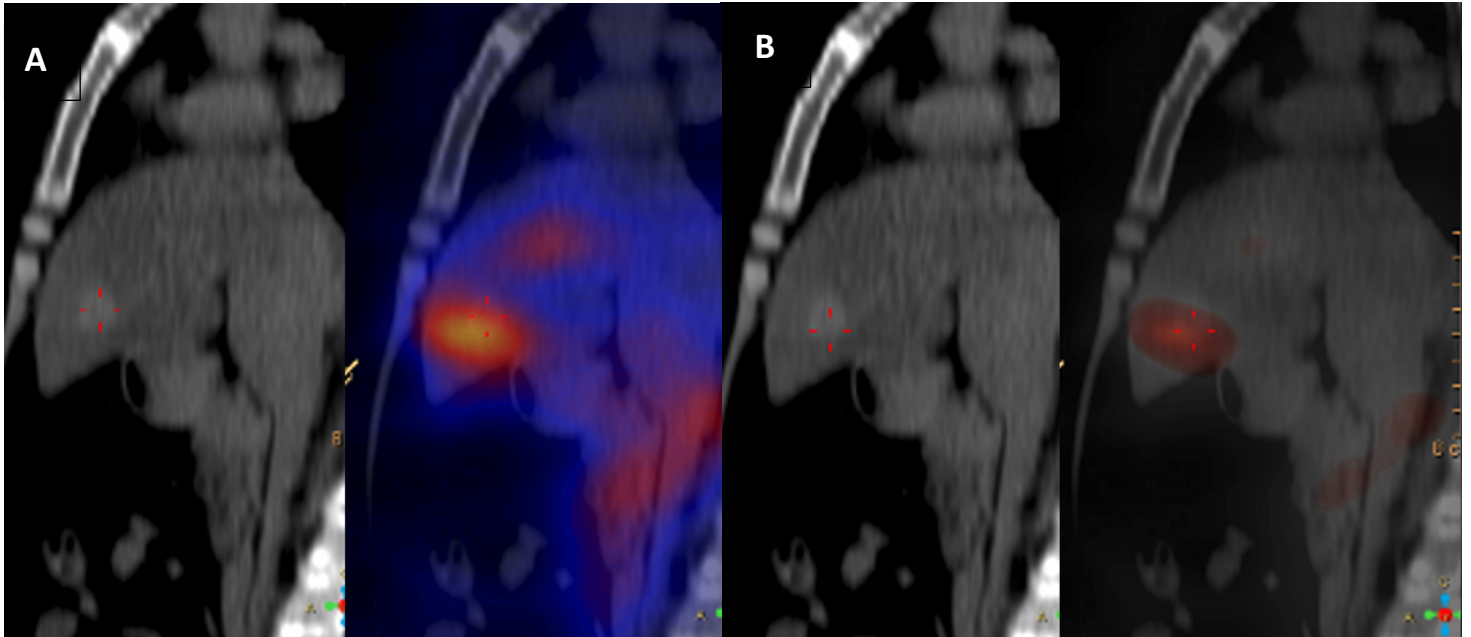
Metástasis hepática secundaria a tumor neuroendocrino en páncreas. A) SPECT/CT con  $^{111}\text{In}$ -Pentaoctotide. B) SPECT/CT CON  $^{99\text{m}}\text{Tc}$ -Exendin(9-39)/99EDDA/HYNIC-Octreótido
